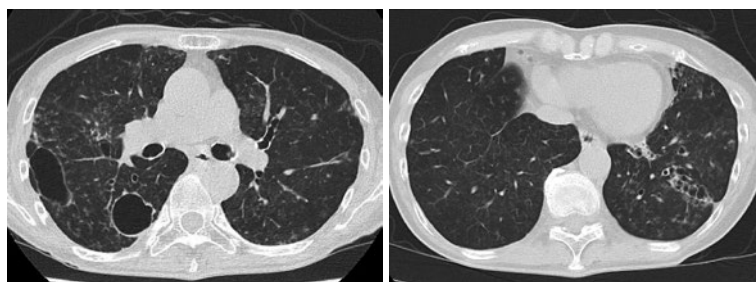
ST合剤治療半年後の胸部単純CT。右下葉空洞壁の菲薄化，気管支拡張部位の壁肥厚所見と小葉中心性粒状影の改善を認めた。
